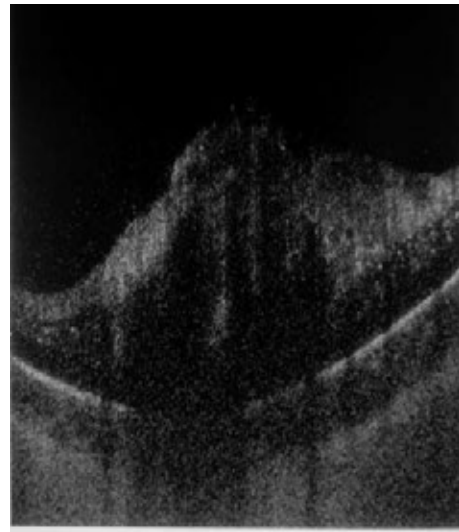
Оптическая когерентная томография сетчатки. Локальная экссудативная отслойка сетчатки на средней периферии
